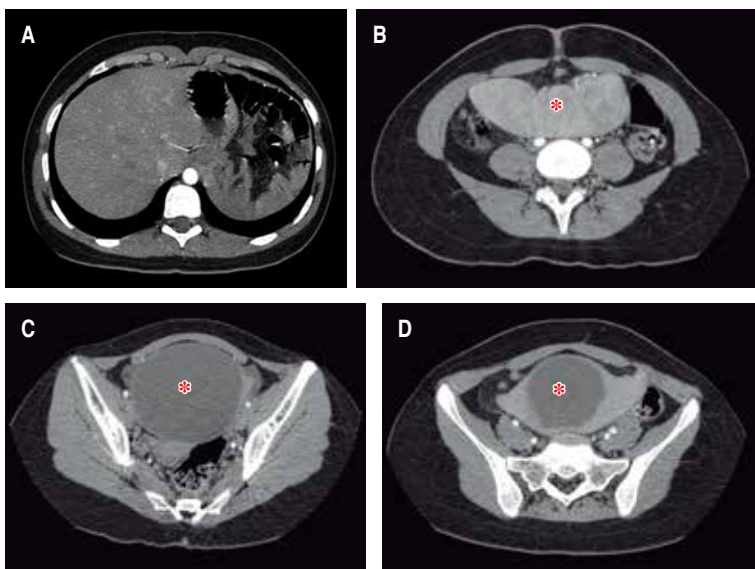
Tomografía abdominopélvica contrastada de cortes axiales. A) Ausencia de bazo en cuadrante superior izquierdo. B) Corte axial a nivel umbilical donde se reporta como imagen ovalada dependiente de anexo izquierdo, desplazando útero y asas intestinales, con componente sólido (asterisco rojo) y quístico que muestra reforzamiento a la aplicación de medio de contraste, componente sólido de 121 × 43 × 90 cm y componente quístico de 90 × 90 × 91 mm (se puede observar imagen correspondiente a bazo por características anatómicas con presencia de un quiste). C y D) Se observa componente quístico (asterisco azul) que se encuentra en hueco pélvico.
